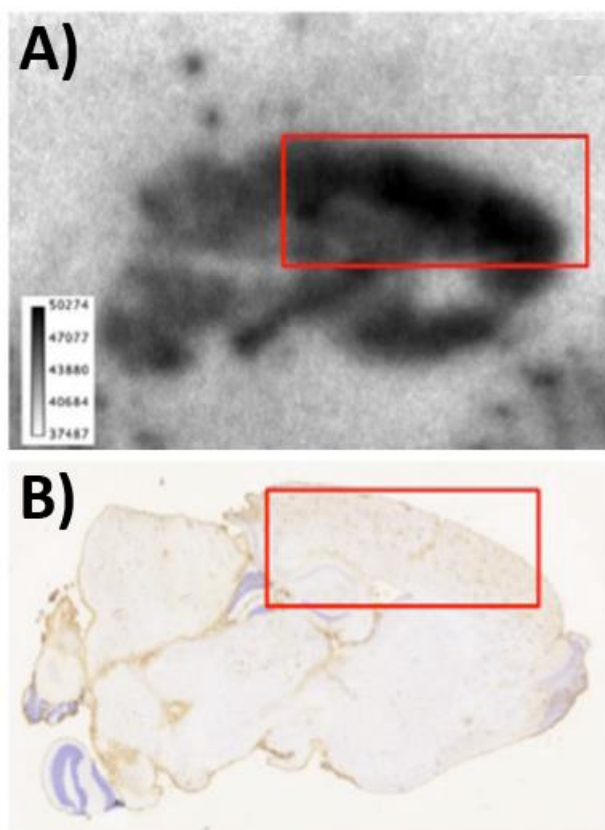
Resultados de las pruebas de autorradiografía realizadas en ratones transgénicos. En A) se observan los resultados obtenidos por el compuesto  $ZrL^1$  y en B) los resultados obtenidos con el compuesto de referencia (Adaptado de la referencia 70).<sup>70</sup>
